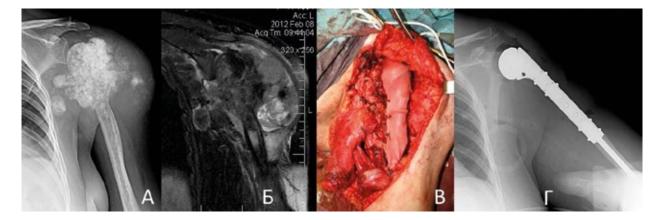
А – Рентгенограмма; Б - МРТ-грамма плечевой кости до операции (остеосаркома T2N0M0 G-II IIb ст.); В – Интраоперационный вид раны (эндопротез укрыт биосинтетической манжетой); Г – Рентгенограмма на 2-ые сутки после операции
